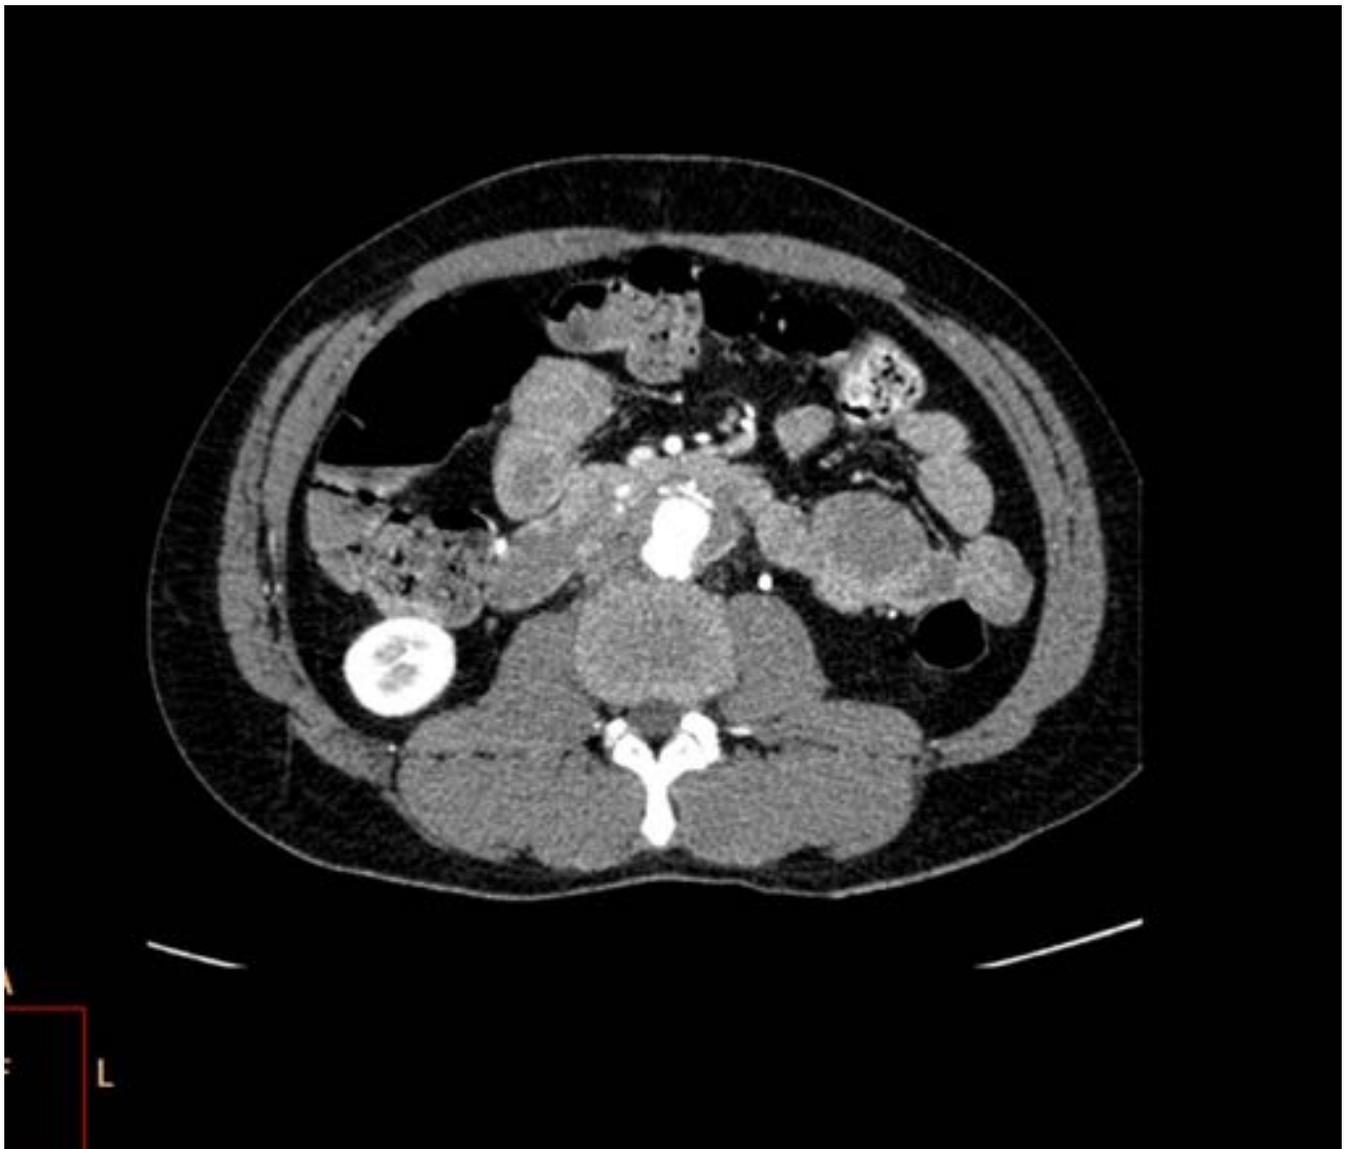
Angio TC de Aorta abdominal en paciente con fistula aorto-entérica en el que se hace manifiesto la pérdida de plano graso de separación existente entre el saco aneurismático y el duodeno.
